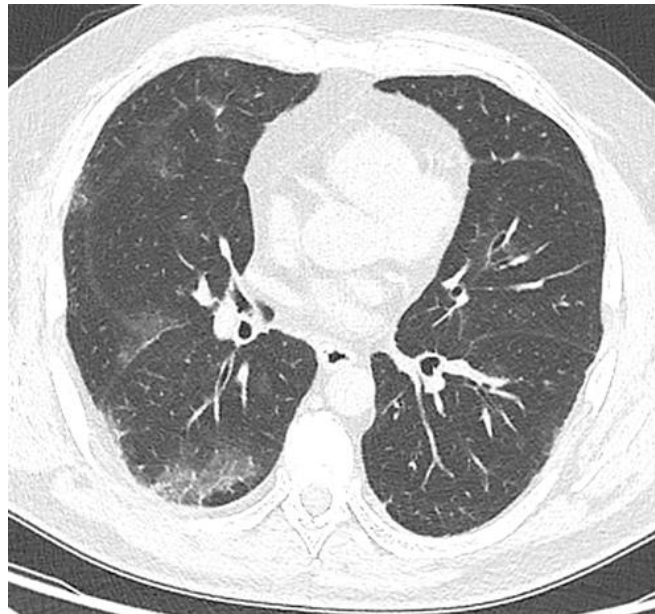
TC tórax axial con vidrio despulido y engrosamiento septal interlobulillar en su interior en patrón de empedrado o “crazy paving”.
